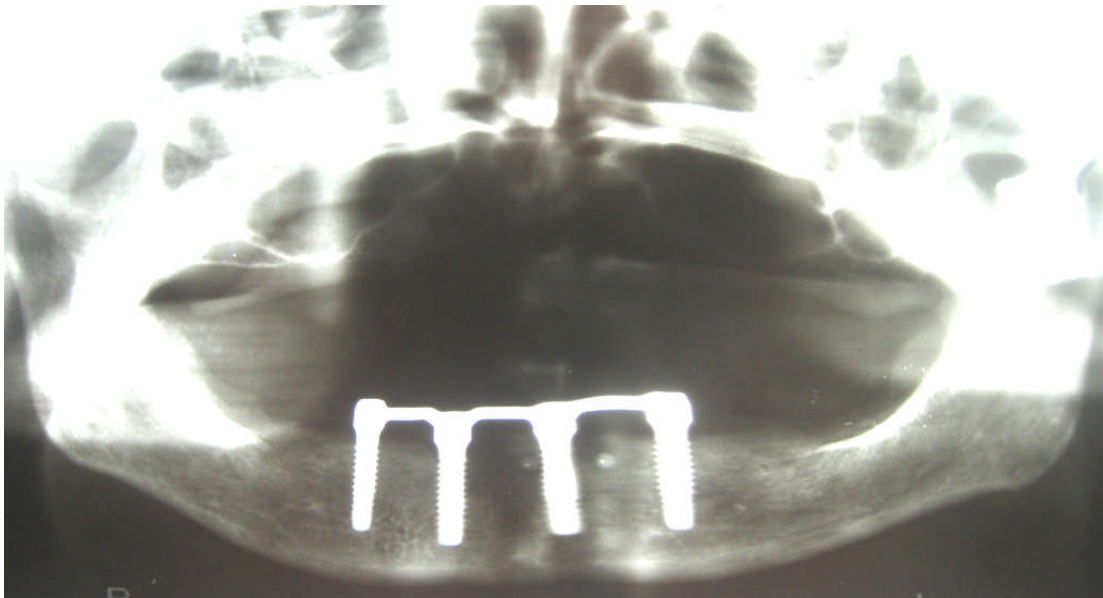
Röntgenbild direkt postoperativ (07/2000). Gut zu erkennen die nahezu parallele Ausrichtung der Implantatachsen.
